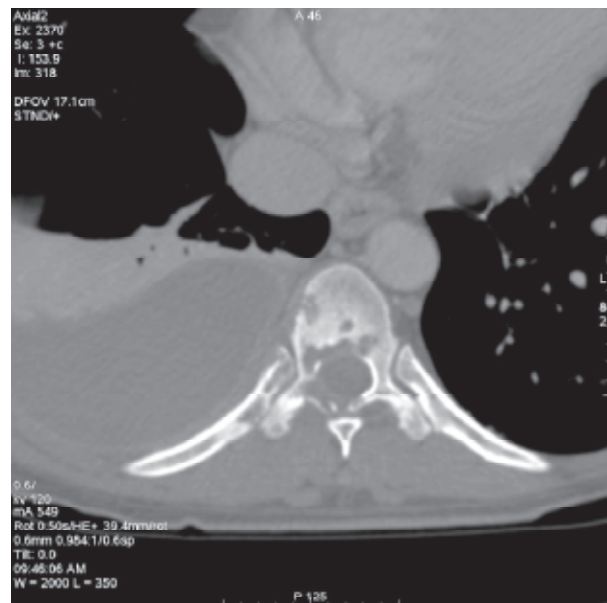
Tomografía axial computarizada de tórax de alta resolución, corte axial, reconstrucción con ventana ósea; se observa afectación de hueso medular, pedículos, láminas, apófisis espinosa y compromiso del arco posterior de la novena y la décima costilla derecha. Derrame pleural derecho.
